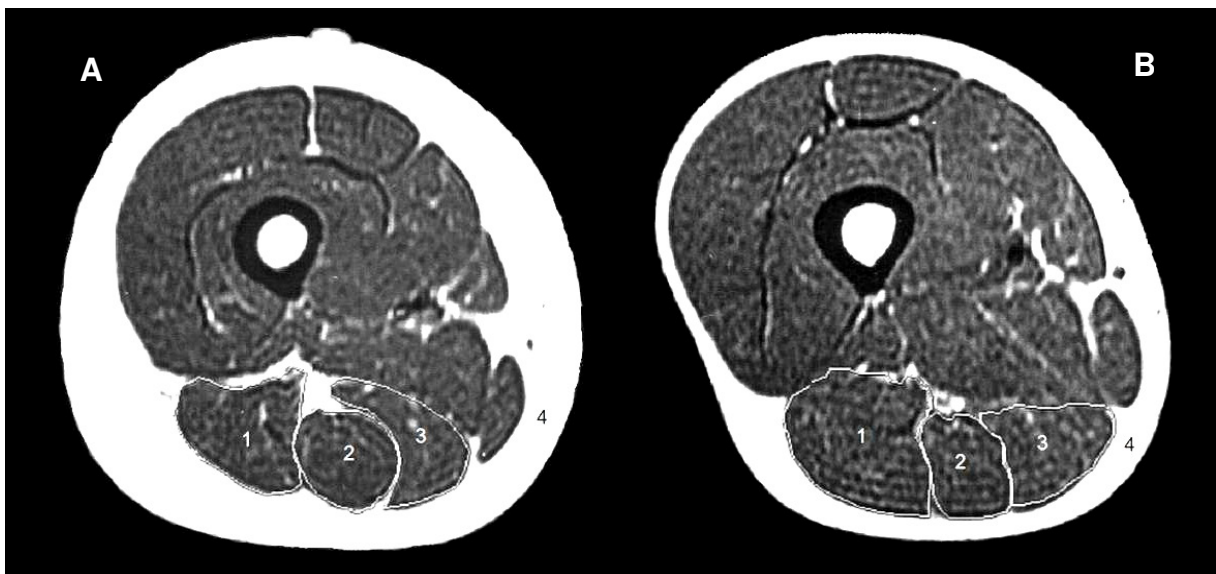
Imagem de ressonância magnética no plano transverso no terço distal da coxa esquerda de um indivíduo do sexo feminino (A) e do sexo masculino (B). 1- músculo bíceps femoral (cabeças longa e curta); 2- músculo semitendinoso; 3- músculo semimembranoso; e 4- tecido adiposo.
